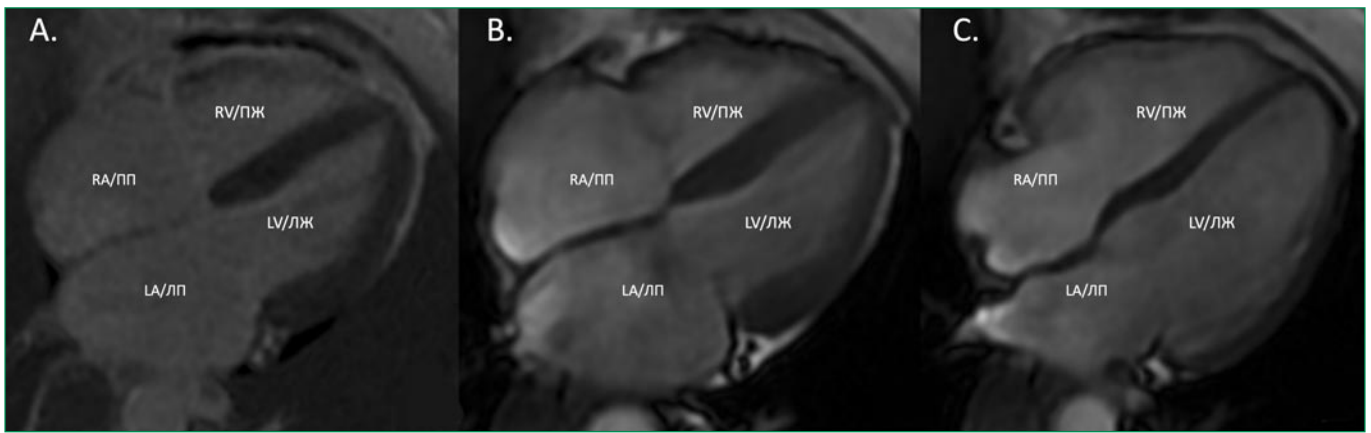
Cardiac MRI (A. Delayed contrast enhancement; B. Systole; C. Diastole. Description in text)
